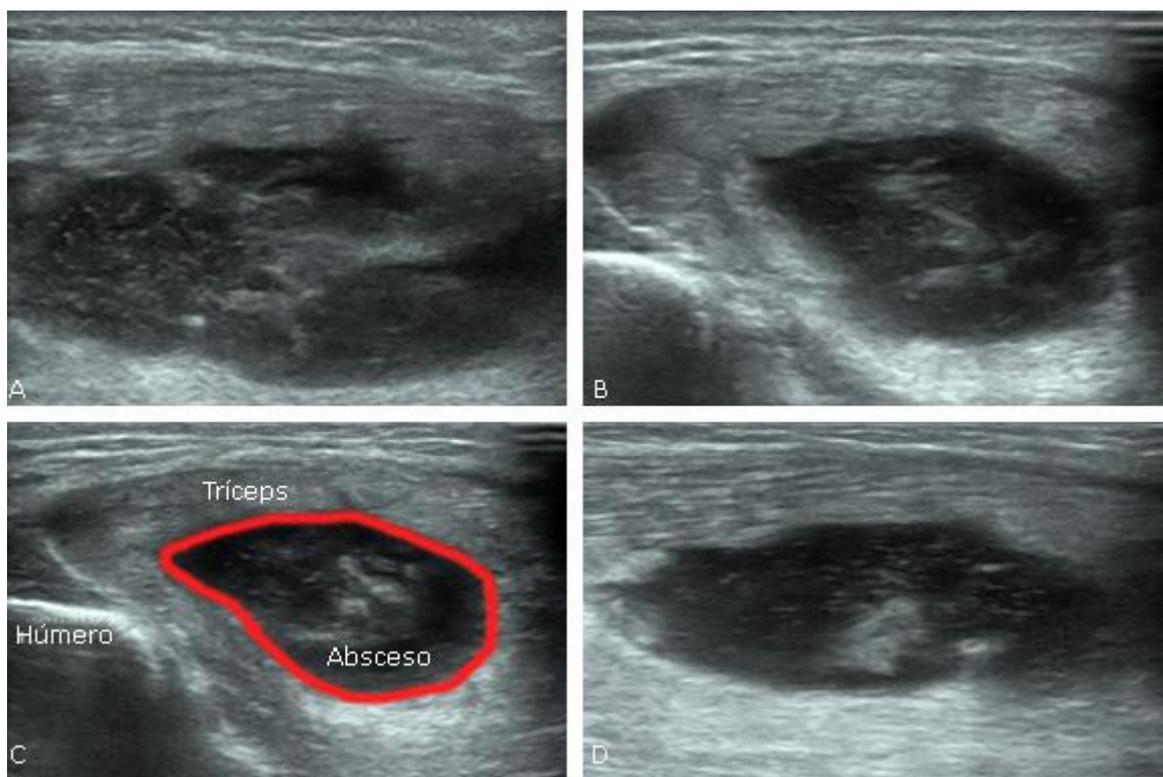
Ecografía POCUS en la zona afectada. A) Point-of-care-ultrasound con la utilización de la sonda lineal en el plano transversal a nivel de músculo tríceps braquial que identifica colección purulenta líquida rodeada de cápsula y bordes relativamente bien definidos. B) Point-of-care-ultrasound con la utilización de la sonda lineal en el plano longitudinal que muestra la colección purulenta con bordes más definidos. C) A nivel del músculo tríceps braquial se visualiza la colección con bordes en color rojo que mide aproximadamente 7 x 3. D) El contenido interno en su interior es hipocogénico y presenta debris (hiperecogénico) en movimiento (remolino) en su interior.
